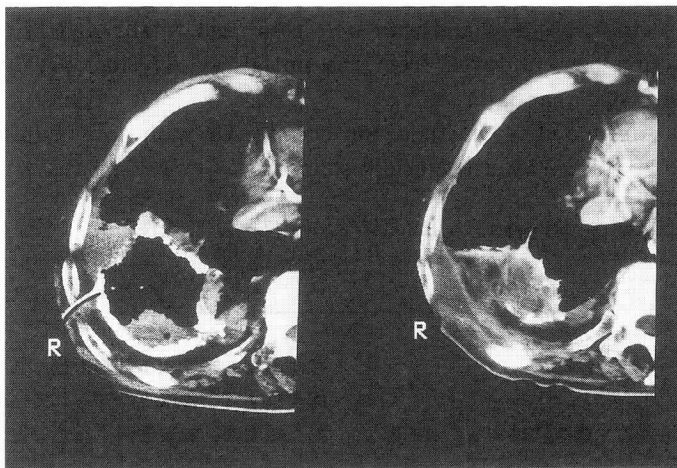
術前（左），術後（右）の胸部CT像（縦隔条件）。術前で石灰化壁と肉芽が，術後では充填筋が認められる。
